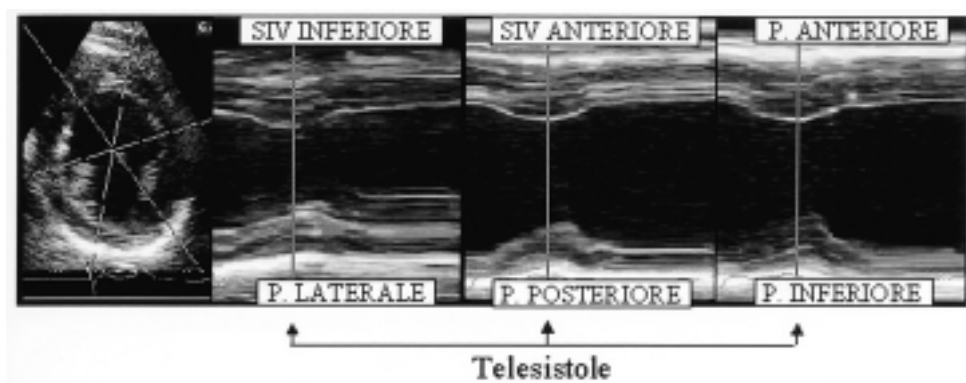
Ricostruzione M-mode dei sei segmenti ventricolari standard di una sezione parasternale asse corto. Le frecce indicano la telesistole. Si noti che il picco della contrazione nei segmenti rappresentati in basso (laterale, posteriore e inferiore) avviene più tardivamente rispetto a quello dei segmenti rappresentati in alto (setto interventricolare-SIV inferiore, anteriore e parete anteriore).
